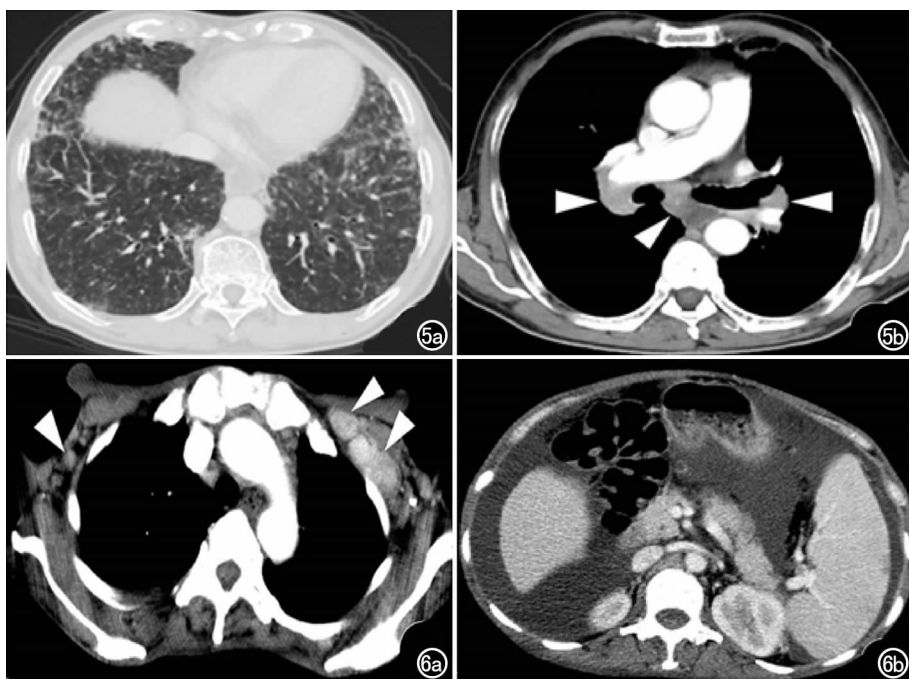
男,78岁,PC-CD。a) CT平扫示双肺弥漫性分布小结节影及多发小叶间隔增厚; b) CT增强示双肺门及纵隔淋巴结增大并呈明显均匀强化(箭头)。图6 女,43岁,MCD继发大B细胞淋巴瘤。a) CT增强扫描示双侧腋窝淋巴结增大并呈明显均匀强化(箭头),以左侧明显; b) CT增强扫描示脾脏明显增大,中位径 ≥ 15.0 cm。
